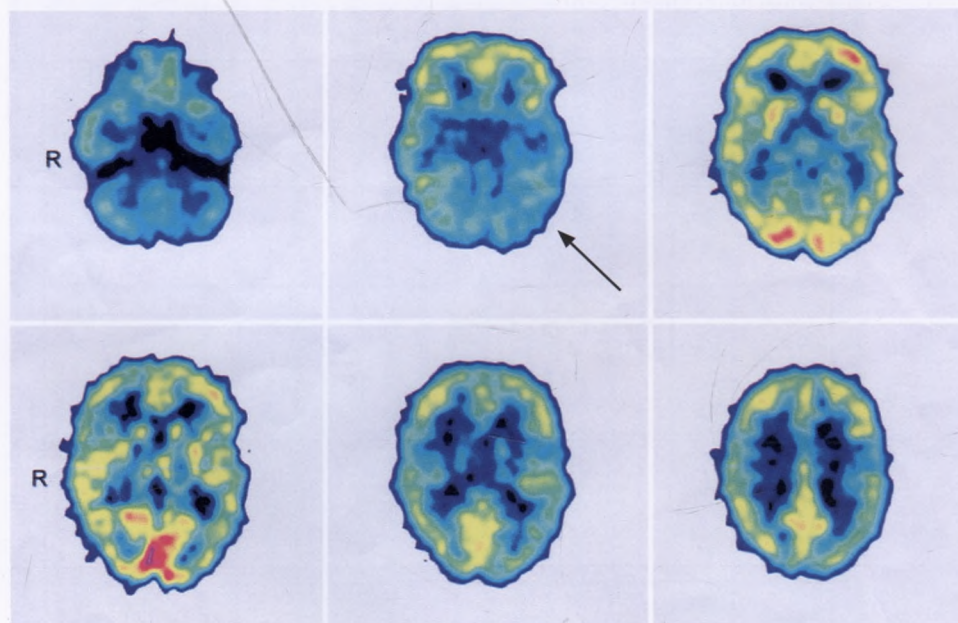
ПЭТ с FDG (объяснение в тексте).
